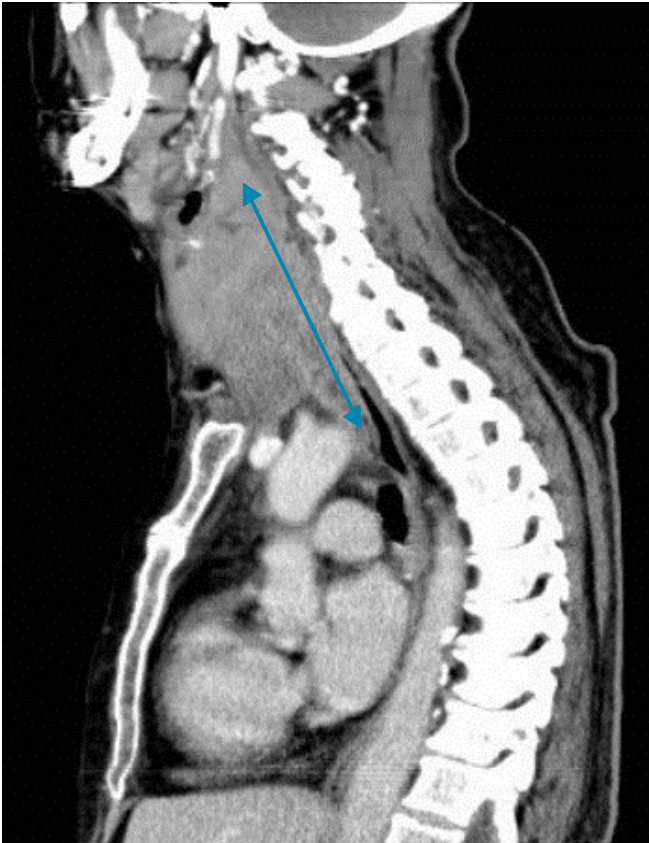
Tomografia computadorizada do pescoço, secção sagital. Glândula tiroideia de dimensões aumentadas e limites mal definidos. Estende-se desde o osso hióide até ao cruzamento dos troncos venosos braquiocefálicos, com 86 mm no plano longitudinal a este nível (seta).
